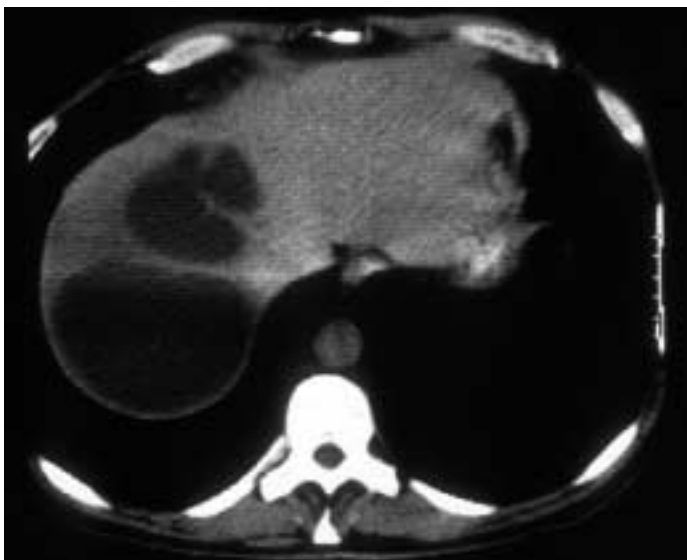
Amöbenleberabszess, computertomographische Darstellung der Leber mit 2 großen zwerchfellnahen Abszessen im rechten Leberlappen
